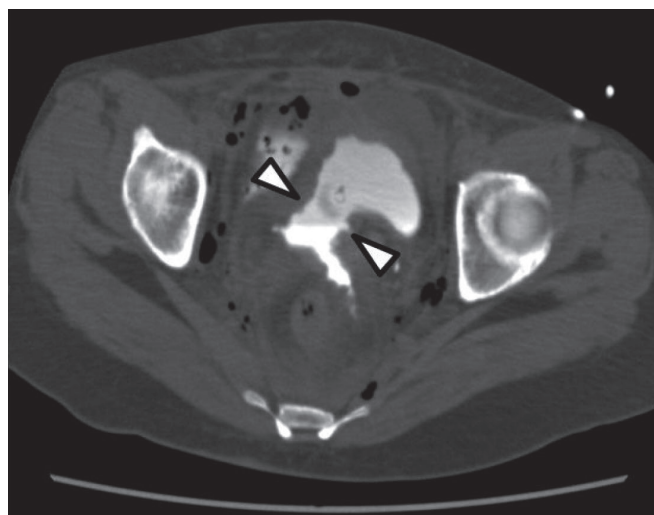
排泄相 CT (造影剤投与 60 分後)
